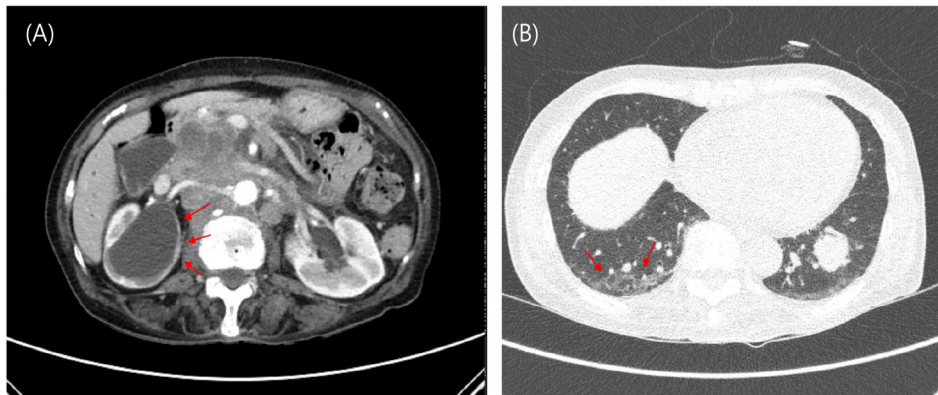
Computed Tomography(CT) at diagnosis (2019.02.21.) A: Abdomen CT, B: Chest CT
